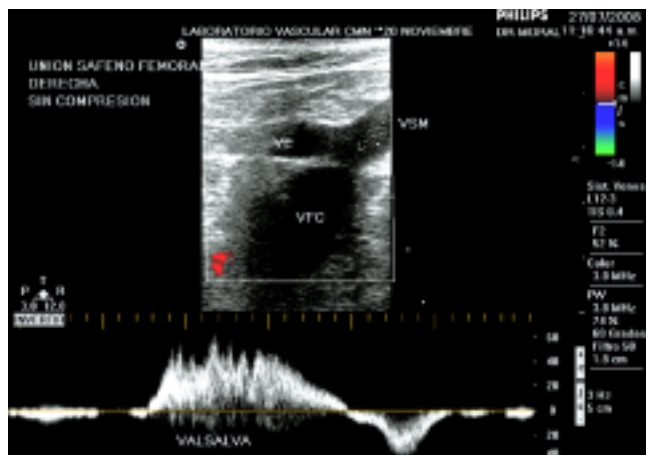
Doppler dúplex de la unión safeno femoral.
